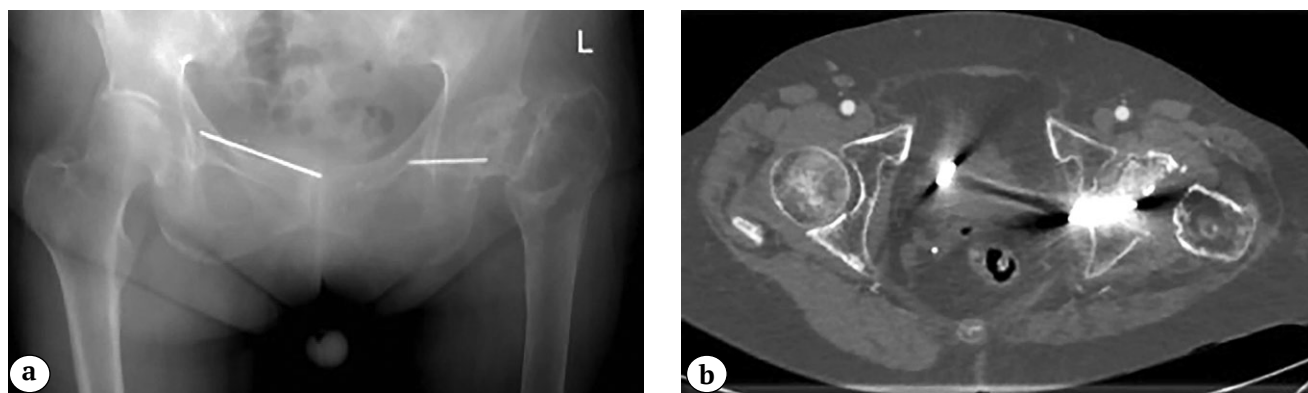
Обзорная рентгенограмма таза (а) и КТ (б) при поступлении в клинику: перелом и миграция спицы
